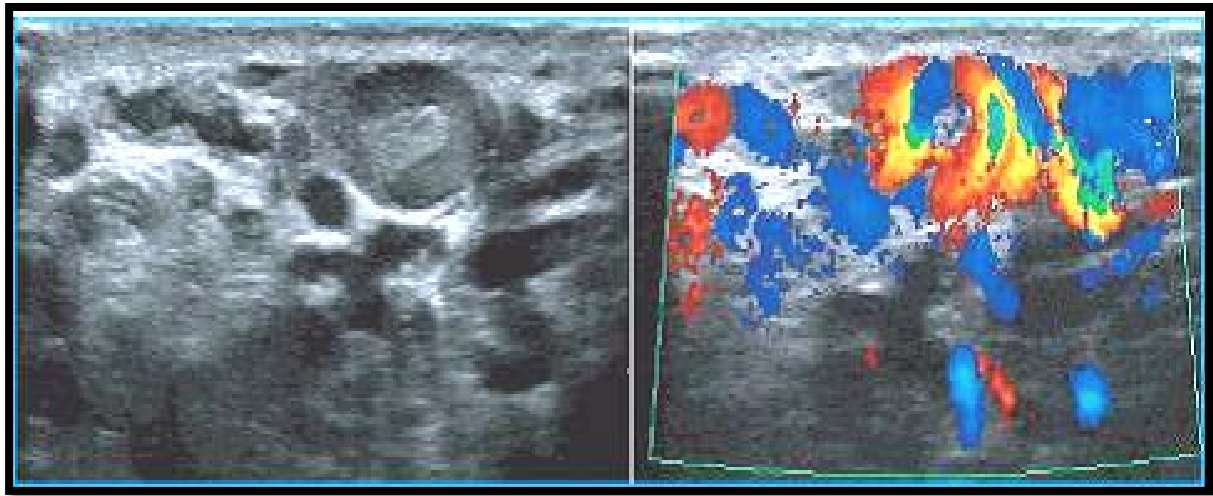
Echodoppler d'une varicocèle [58].
